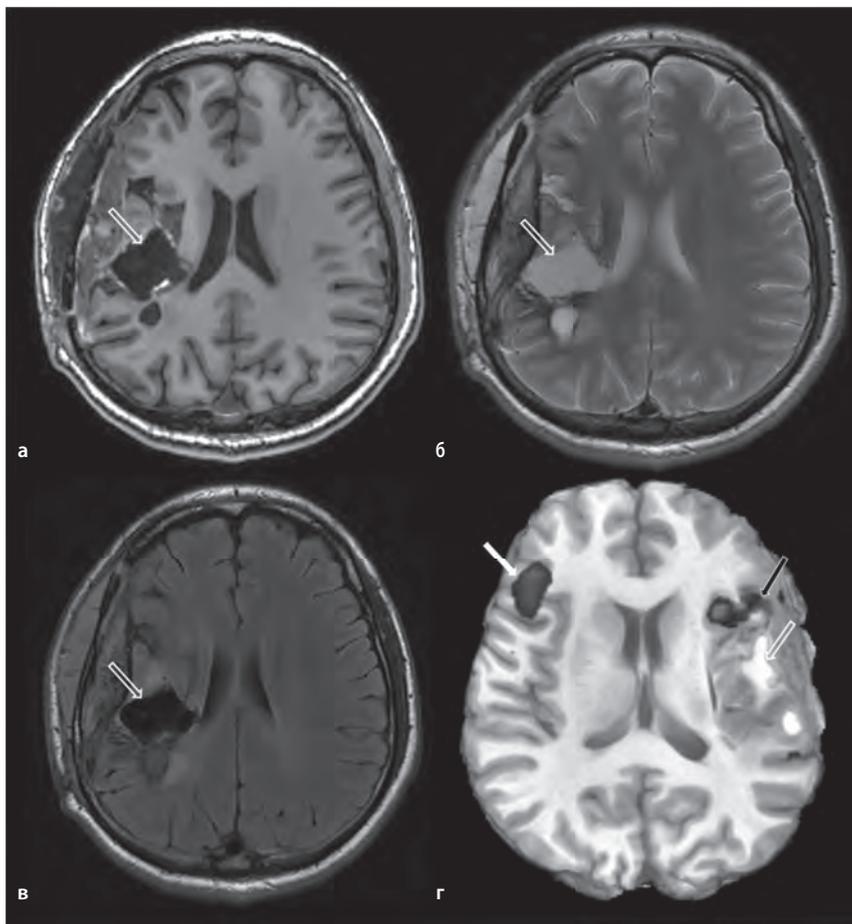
МРТ головного мозга пациента 31 года с артериовенозной мальформацией правой лобно-теменной области. МРТ выполнена через 7 дней после удаления мальформации. В режимах T1 (а), T2 (б) и T2-FLAIR (в) определяется послеоперационная полость с признаками геморрагического пропитывания (*открытая стрелка*). При проведении функциональной МРТ с картированием речевых зон (г) отмечается очаг активации в левой нижней лобной извилине (зона Брока – *белая стрелка*), также визуализируется очаг активации в правой нижней лобной извилине (правополушарный гомолог зоны Брока – *черная стрелка*). Тест на составление предложений «про себя» по предъявленной картинке объектов. Объяснения в тексте.
